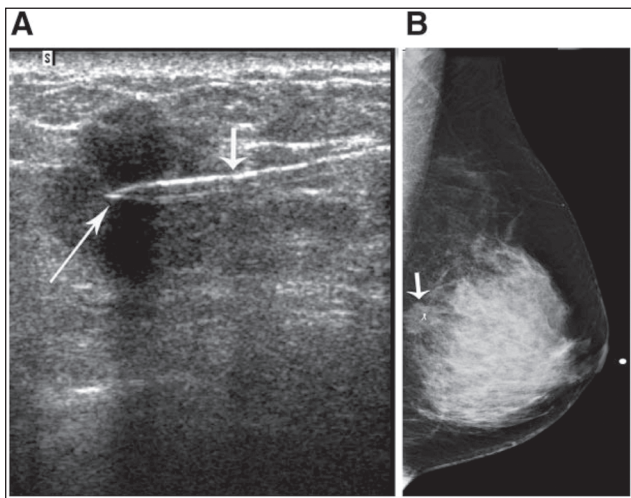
Розміщення мітки та післяпроцедурна мамографія рентгеноконтрастної кліпси в інвазивній протоковій карциномі
